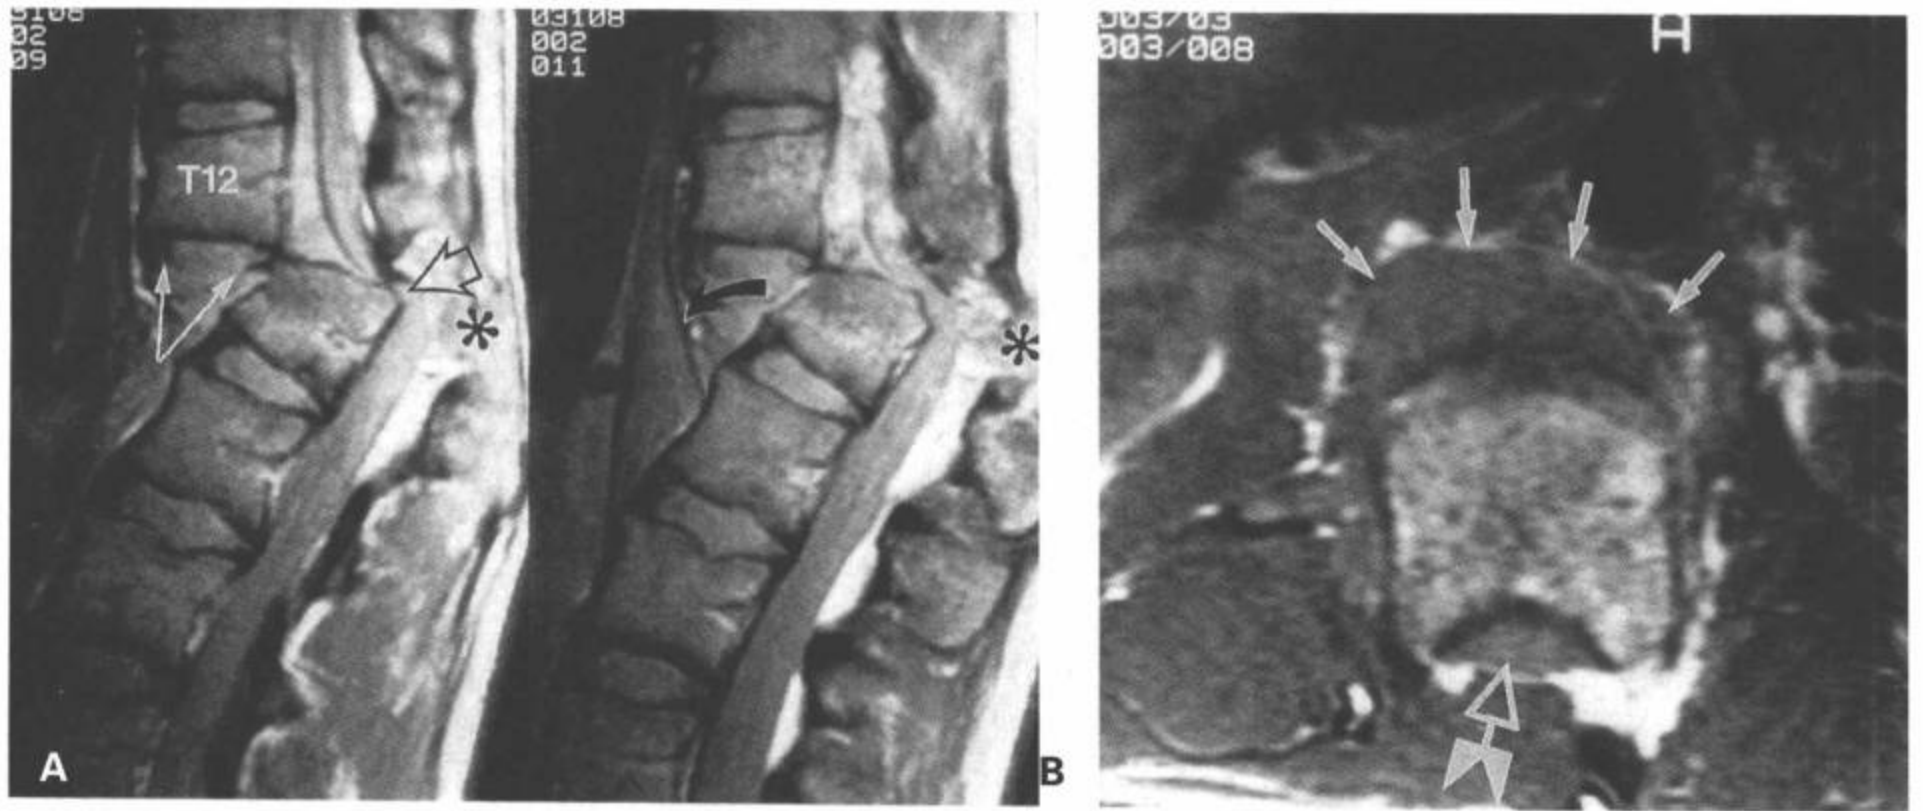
T12-L1完全性脱位。A: 矢状面中间加权FSE图像。T12椎体相对于L1脱位。T12-L1椎间盘撕裂,可见纤维环的游离缘(白箭)。后纵韧带不连续。后韧带复合体断裂(星号)。脱位层面的脊髓明显变形和受压(开口箭)。硬膜囊前间隙水肿。移位节段上的前纵韧带拉长(弯黑箭)。B: 横断面T1加权图像显示撕裂的椎间盘(箭)移位到L1椎体前部。脊髓(开口箭)悬垂在椎体上方。注意后部结构缺如。(From: Flanders AE, Croul SE. Spinal trauma. In: Atlas SW. Magnetic Resonance Imaging of Brain and Spine. 3<sup>rd</sup> ed. Philadelphia: Lippincott Williams & Wilkins; 2002: 1782, with permission.)
